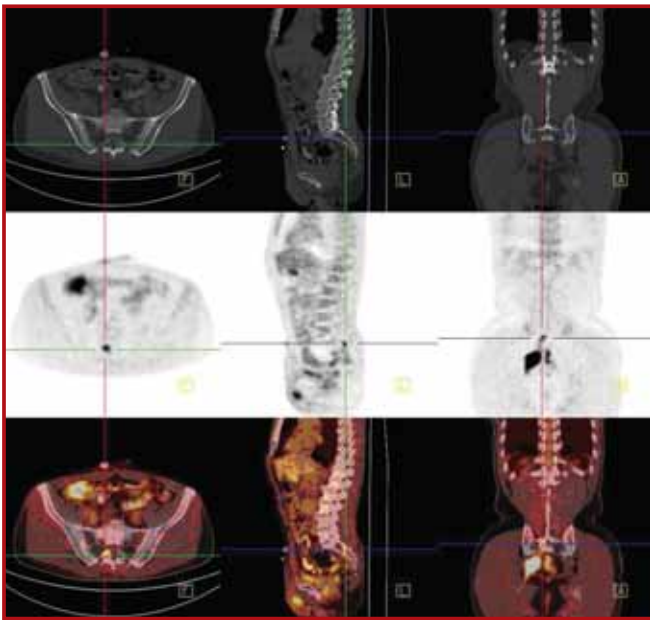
PET/BT görüntülerinde; sağ obturator bölgede piriformis kasına invaze görünümdeki metastaz ile uyumlu yumuşak doku kitlesi ile aynı kesitlerde kitle proksimalde S2 foramen düzeyinde artmış F-18 FDG tutulumu izlenmektedir.
